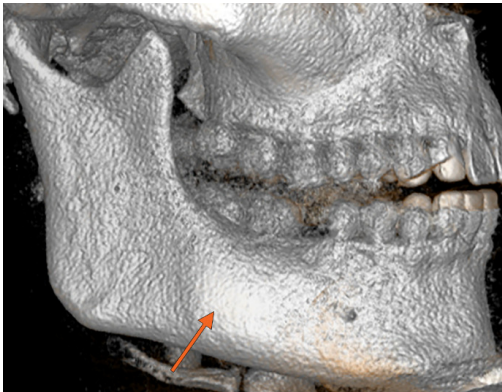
Randere 3D CBCT, vedere laterală a hemimandibulei drepte. Eminența triedrică (săgeata) la dentat.
